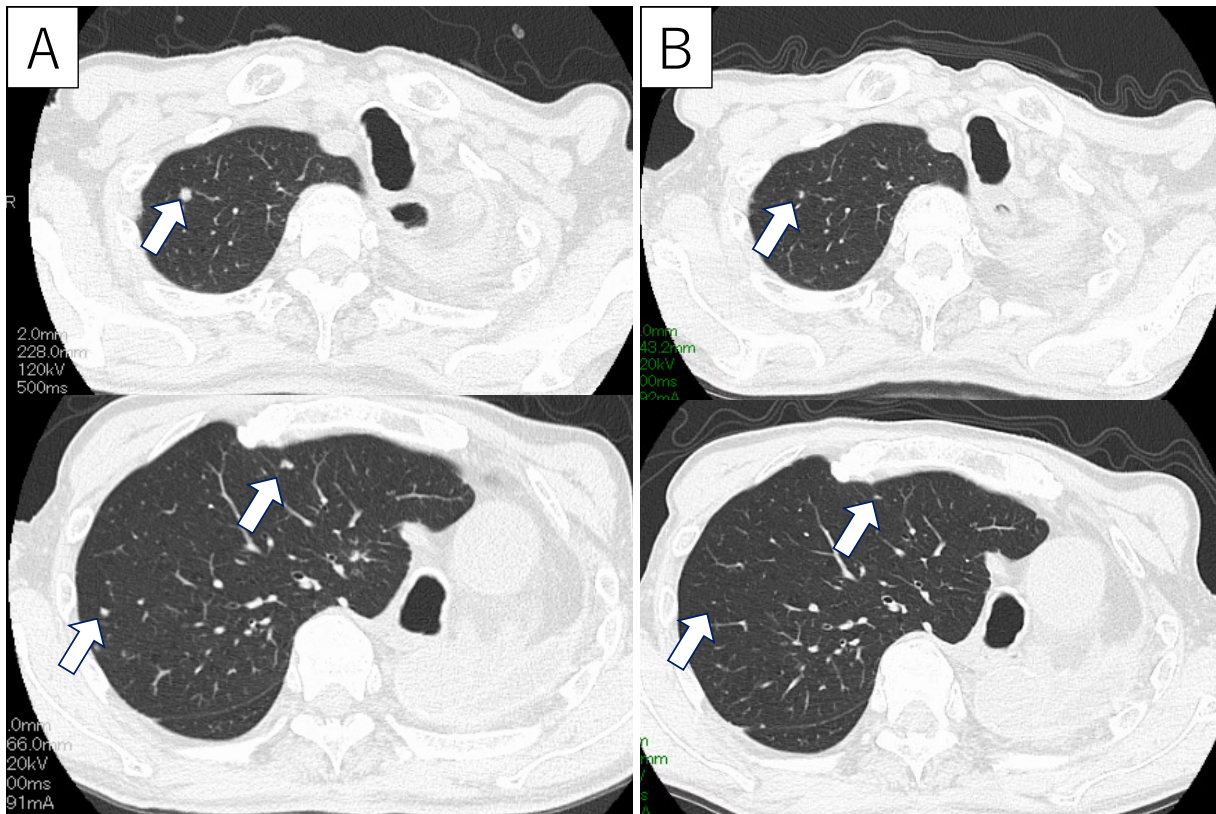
(A) Chest CT before lorlatinib treatment showing multiple small nodular lesions (white arrows). (B) Chest CT at 12 months after the alternate-day 50 mg/day lorlatinib was initiated, showing shrinkage of the multiple nodular lesions.
